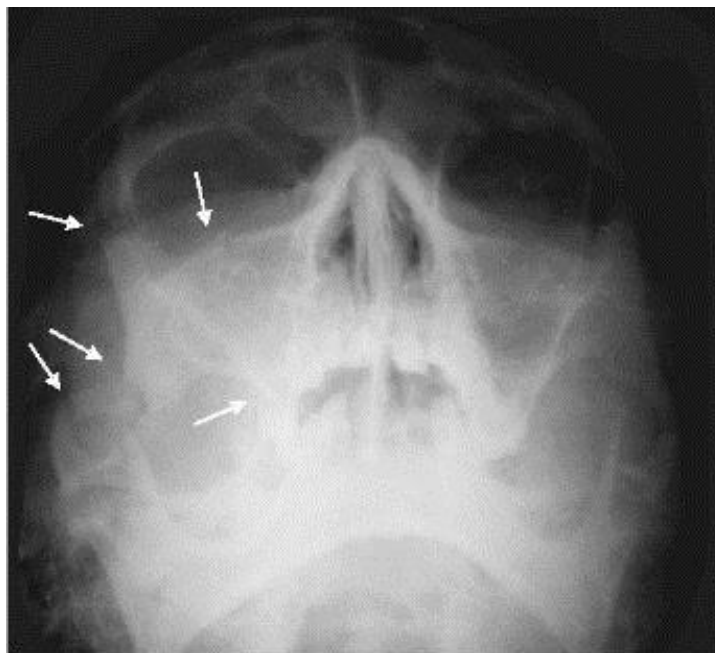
Рентгенограмма черепа (передняя полуаксиальная проекция). Перелом скуловой кости и дуги справа со смещением отломков, с повреждением стенок верхнечелюстной пазухи. Травматический гемосинус верхнечелюстной пазухи
